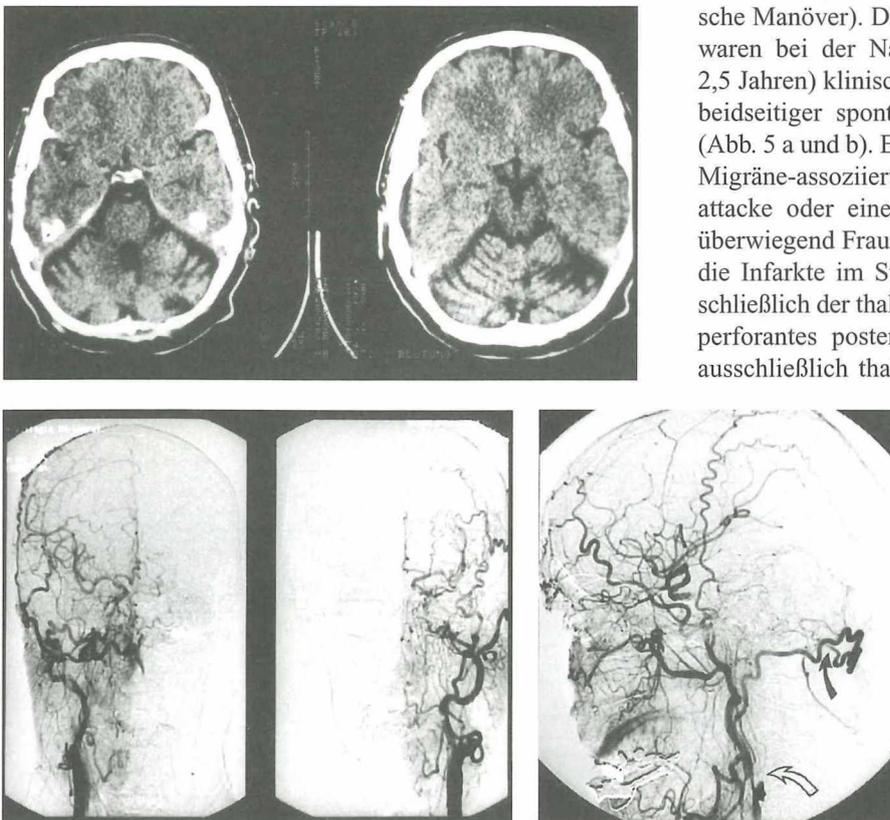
(oben) CT (1998): Kleinhirninfarkte li. und Atrophie, Z. n. Anlage eines extra-intrakraniellen Bypass' (1985)
